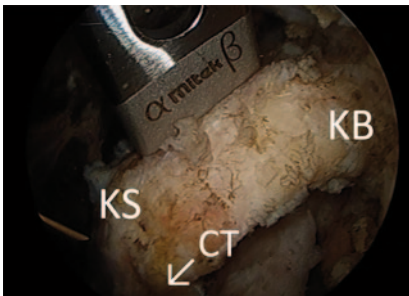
▲ Das Korakoid ist freipräpariert und der Übergang in die „conjoint tendons“ (CT) wurde mit einer Nadel markiert. Das Setzgerät für die K-Drähte liegt auf dem Processus coracoideus mit seiner Spitze (KS) und der Basis (KB)
